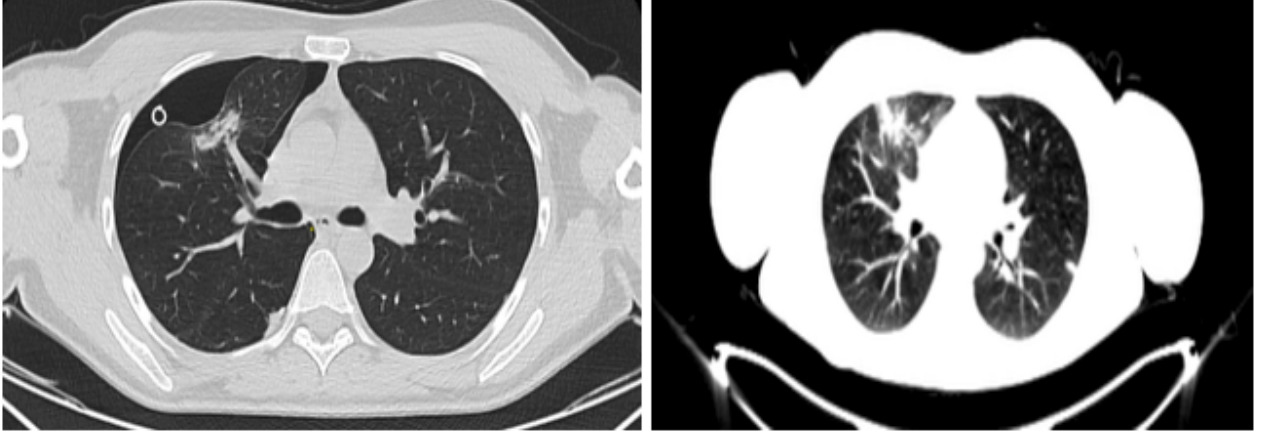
Olgu 1’de Pazopanib kullanımının 3. ayında ve kullanım öncesi BT görüntüsü
